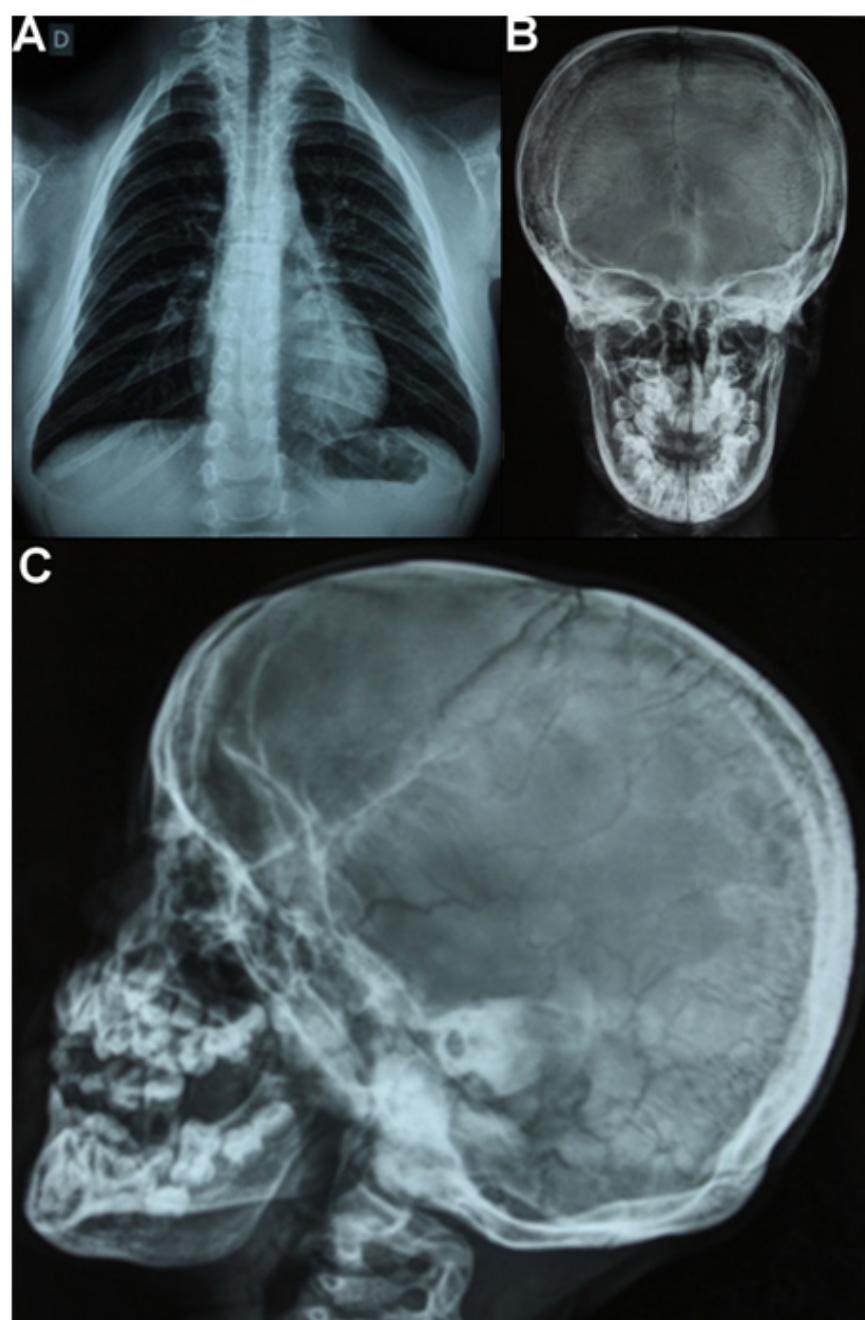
Radiografias torácica e do crânio da paciente de 10 anos.
